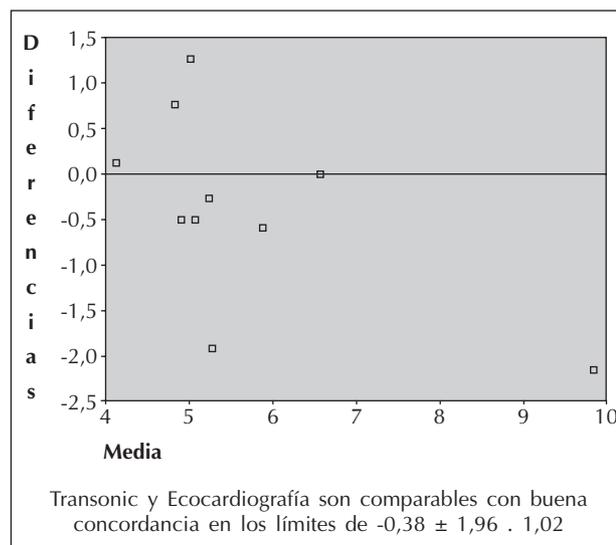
Test de Bland-Altman para GC medido por Transonic y por Ecocardiografía.
